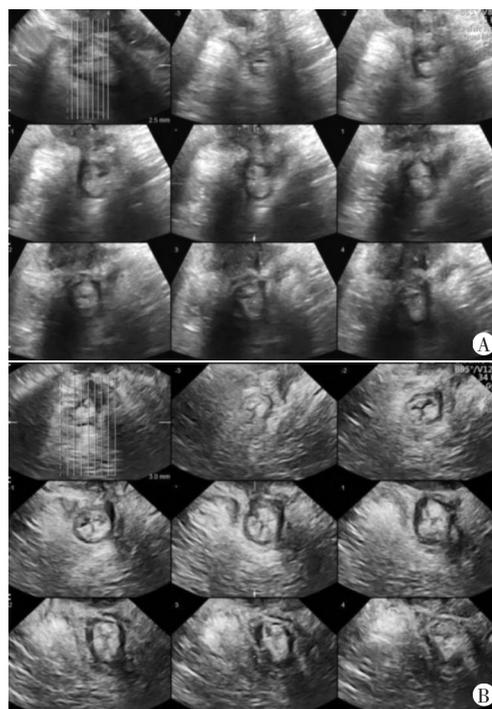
同一受检者EAS合并IAS损伤的经会阴三维超声声图(A)和经阴道三维超声声图(B)
